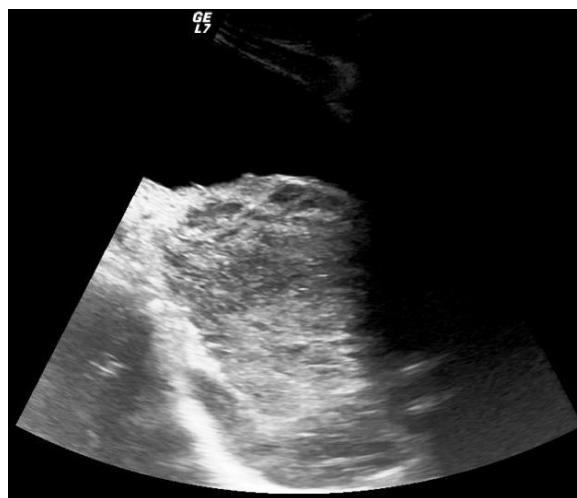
Ultrasound revealed a heterogenous, hyperechoic solid mass in pelvic region.
